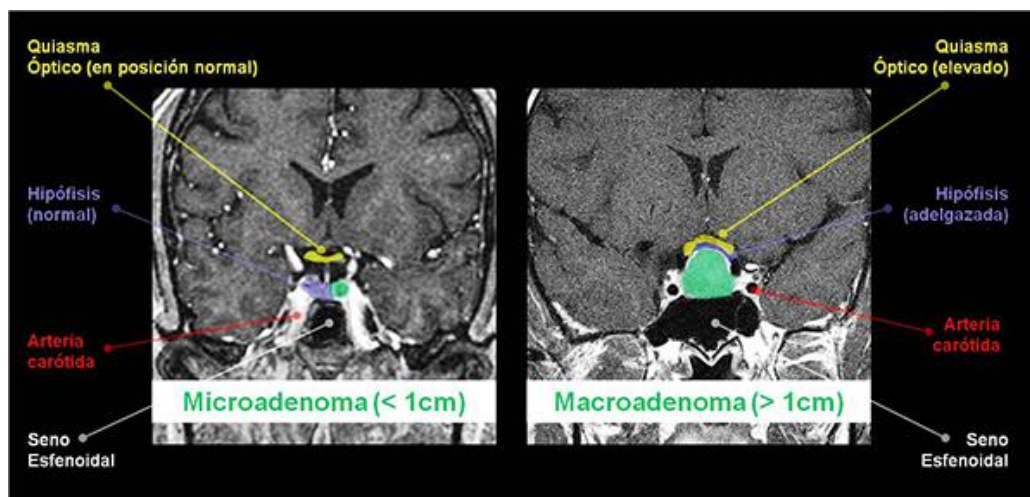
Imágenes de RM en sección coronal que muestran los dos tipos diferentes de AH en función del tamaño. Imagen tomada de <http://www.tumoresdehipofisis.com/tipos-de-tumores-de-hipofisis/adenoma-de-hipofisis>
